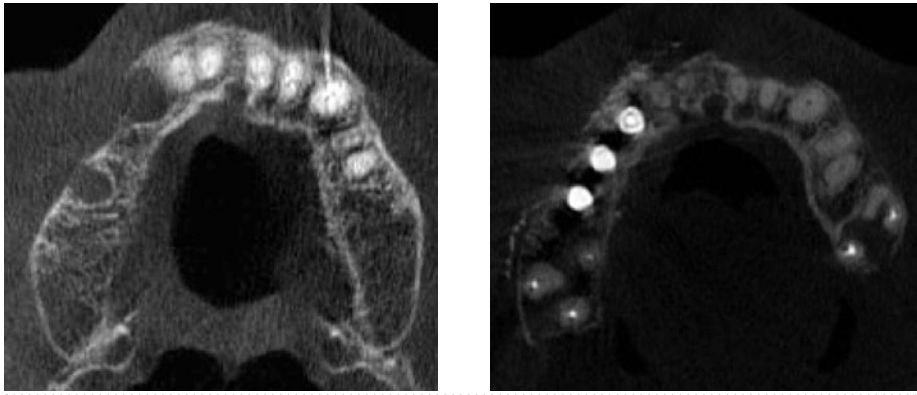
術前（左）、術後（右）の CT 水平断面像の比較
